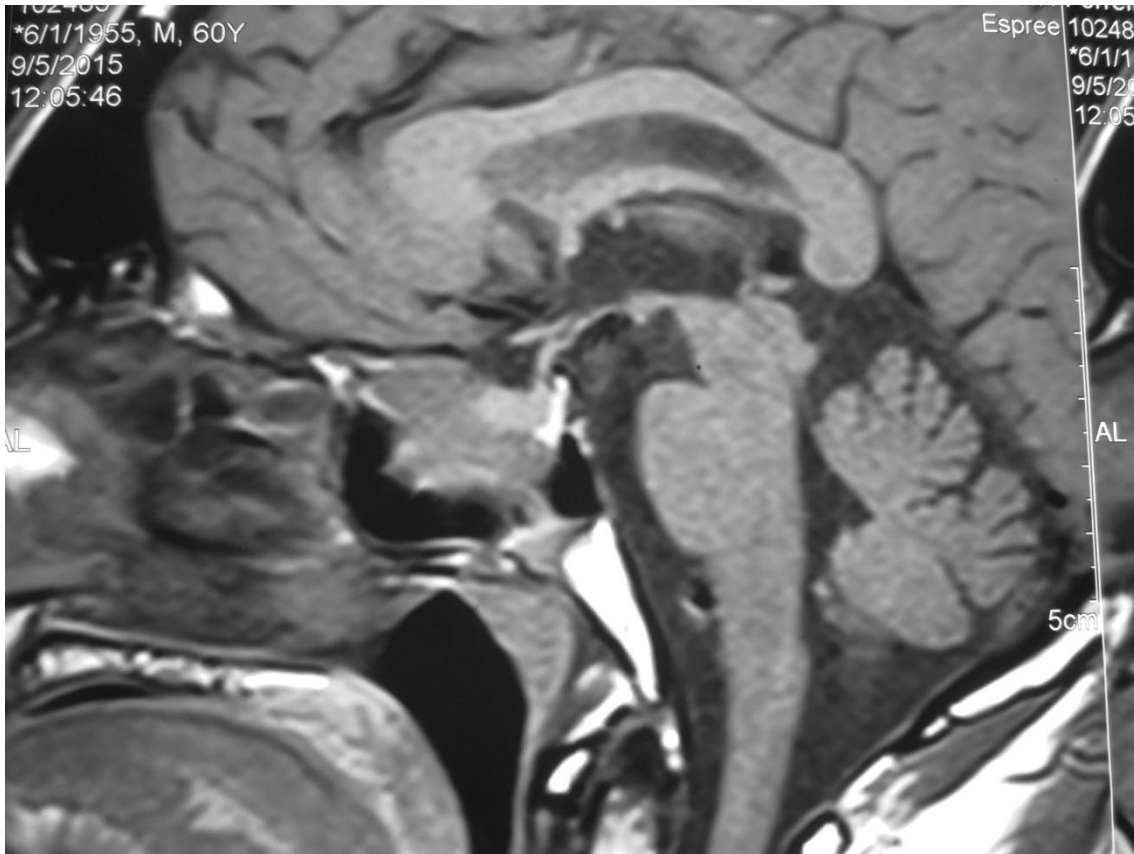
Ressonância magnética de sela turca em T1, perfil, com captação heterogênea de contraste, após 39 meses do início do tratamento com a cabergolina, a qual mostra regressão parcial do adenoma hipofisário principalmente na parte que invadia o seio esfenoidal, sem expansão supresselar e observa-se a imagem normal da hipófise.
